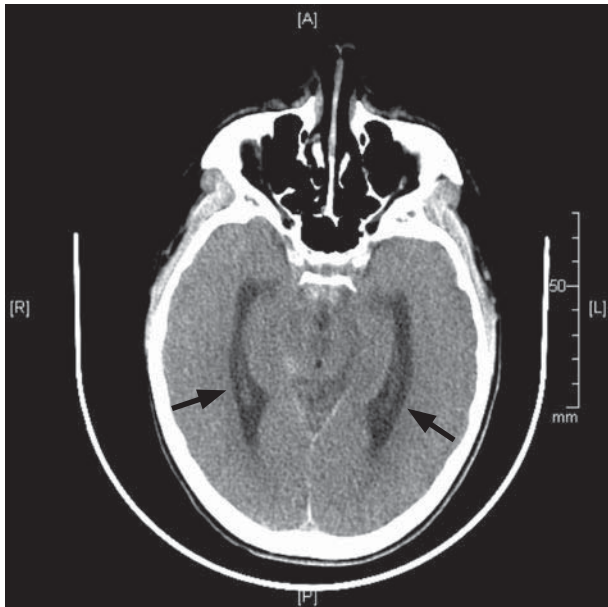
TAC cerebro inicial: Leve ventriculomegalia.
